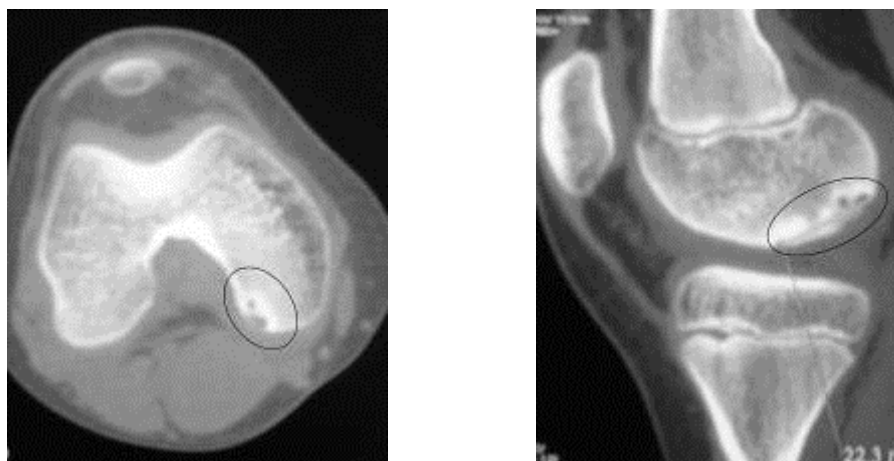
Продолжение. КТ до операции.
